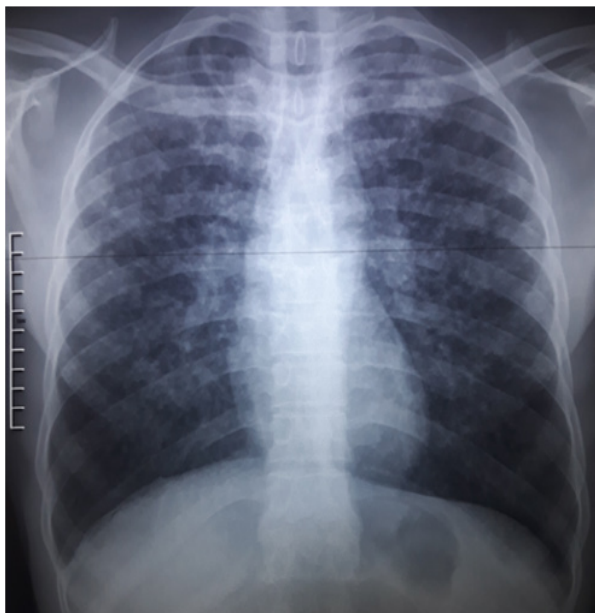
Radiographie pulmonaire montrant des micronodules disséminés aux champs pulmonaires.
